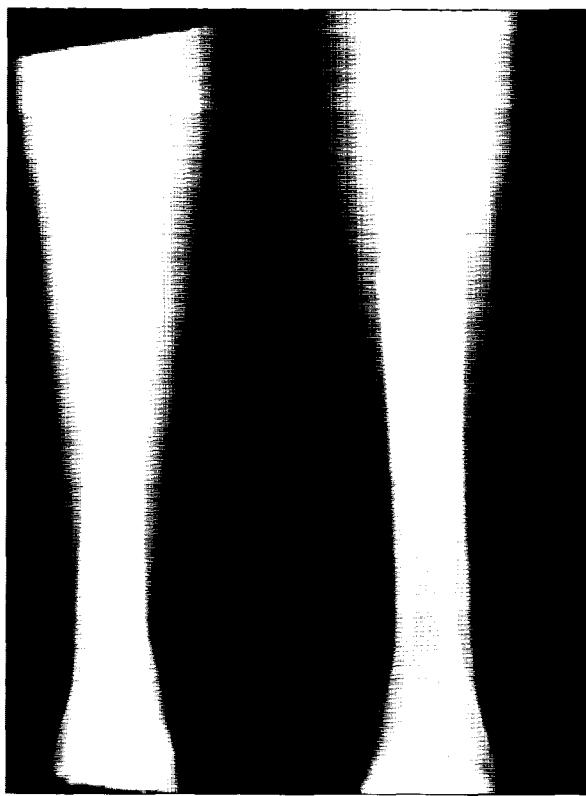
Caso 7: M.T., 16 años, sexo femenino, politraumatizada por choque en auto como acompañante, TEC con pérdida de conocimiento, traumatismo de tórax, fractura de pierna bilateral, radiografías preoperatorias.
